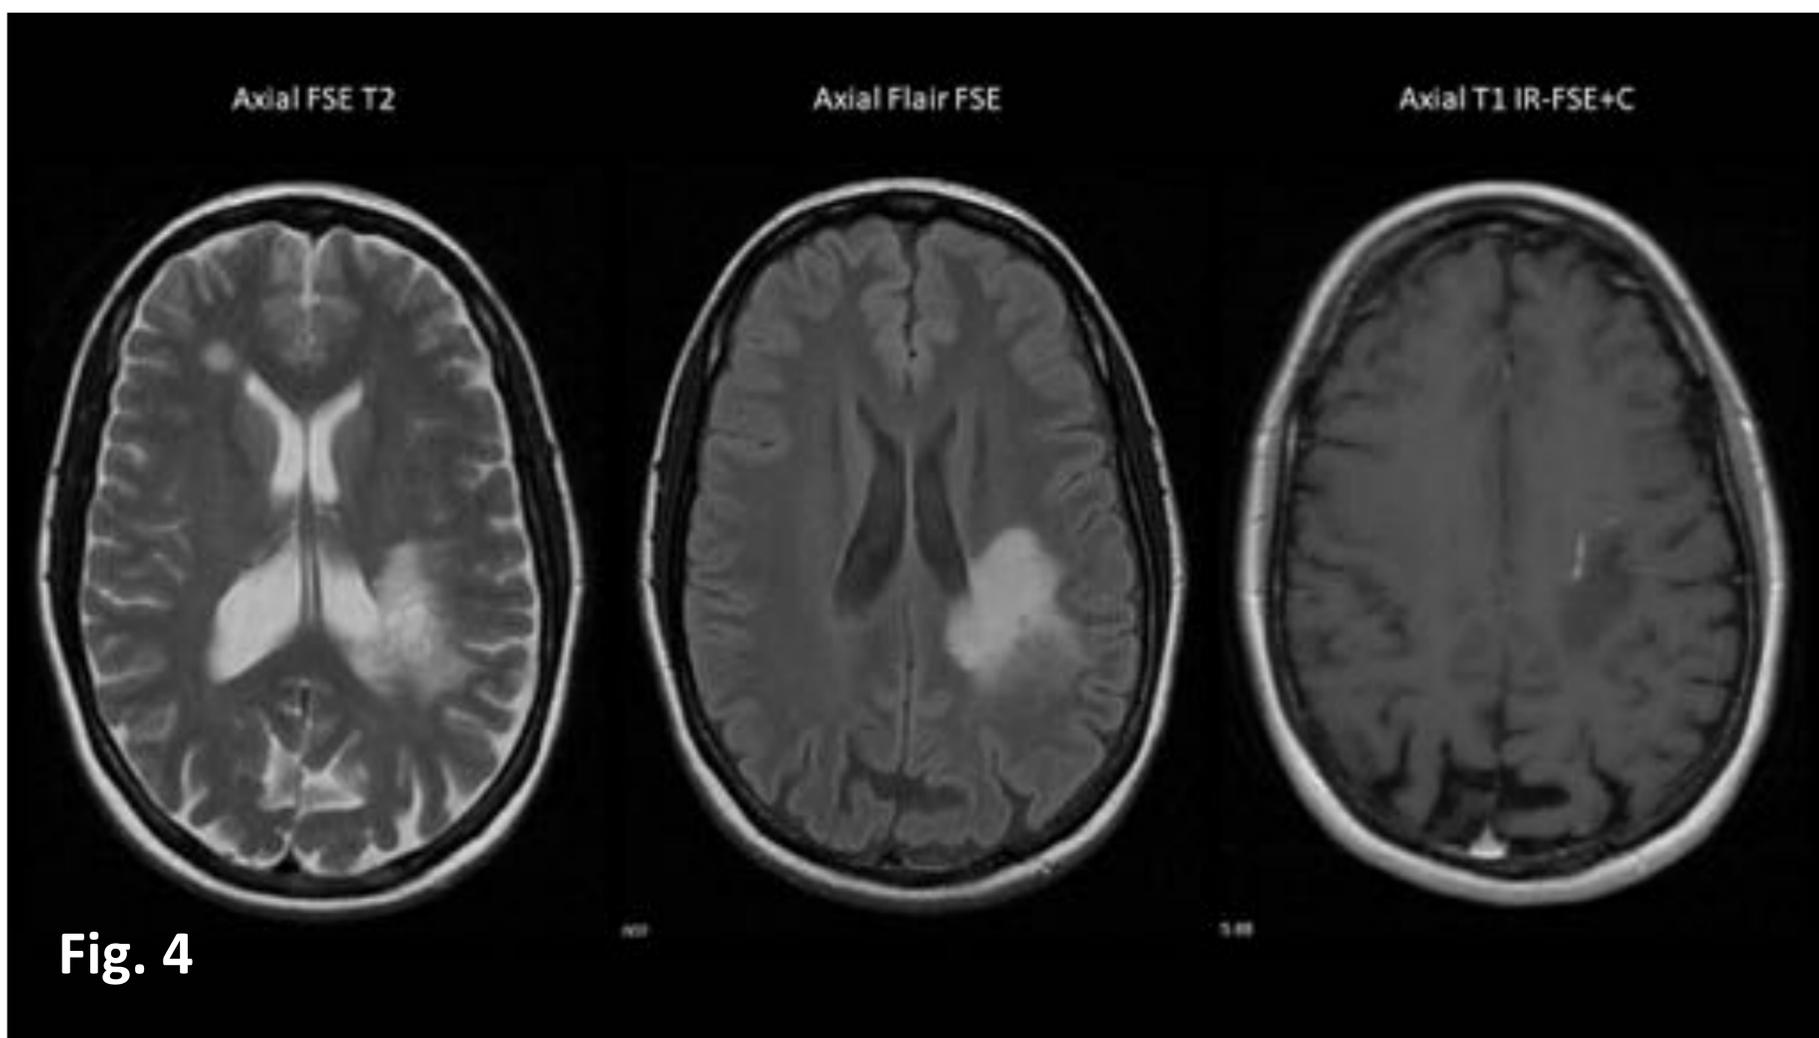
RM craneoencefálica secuencias en ponderación T2 y FLAIR plano axial y T1 tras administración de contraste paramagnético plano axial.
